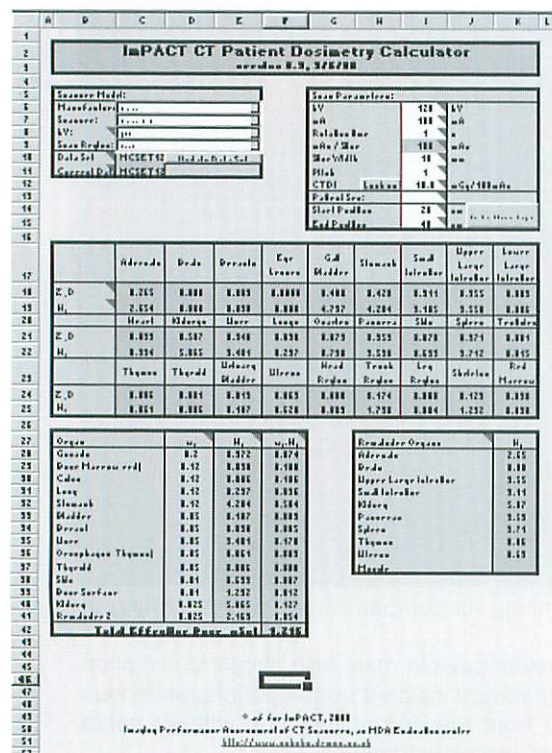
ImPACT CT patient dosimetry calculator. Note free software made by ImPACT group. The manipulation of the software seems to be easy to understand.
